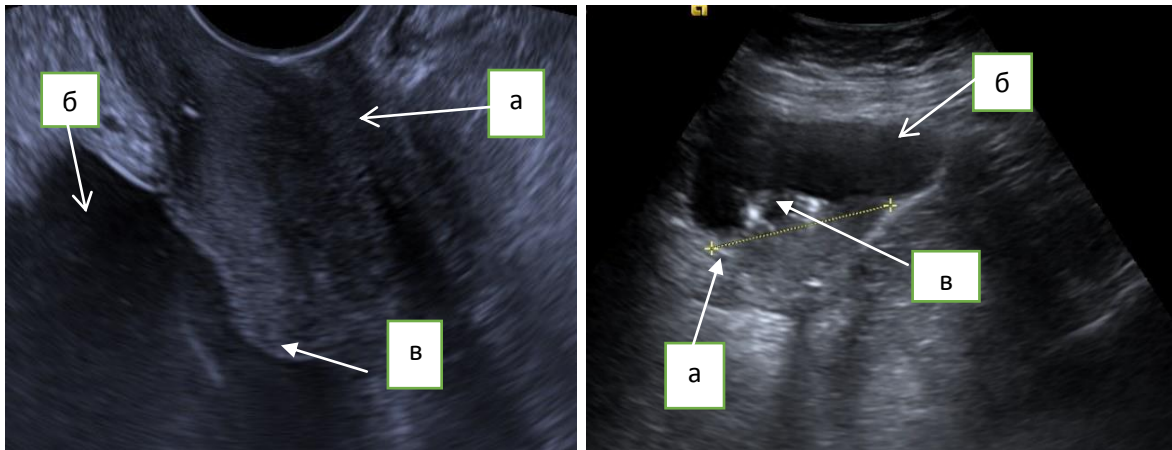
Ультразвуковая томограмма локального рецидива РШМ с распространением на стенку мочевого пузыря трансвагинальным доступом: а) опухоль; б) мочевой пузырь; в) инфильтрация в стенку мочевого пузыря.
